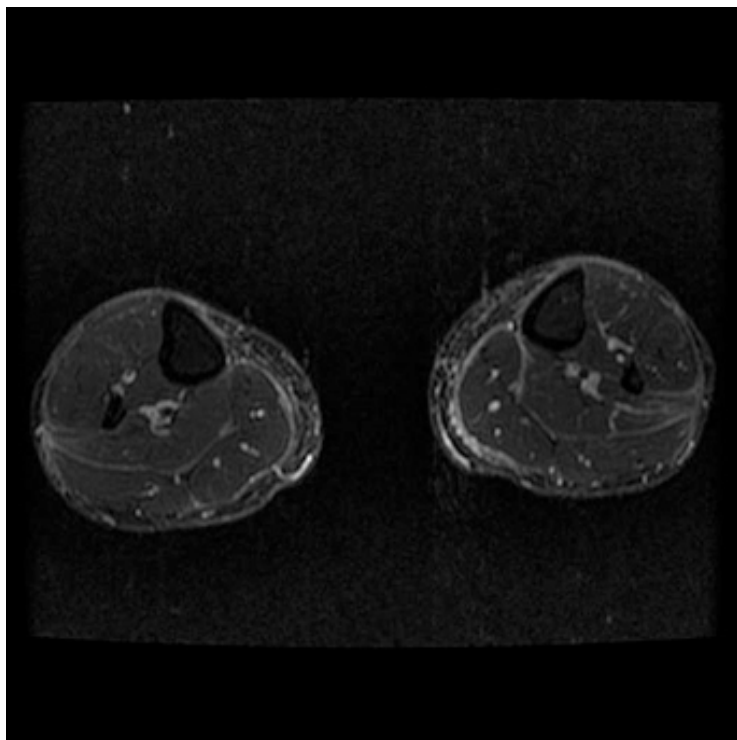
Corte transversal de resonancia magnética nuclear que evidencia engrosamiento e hiperseñal de las fascias superficiales y profundas.
